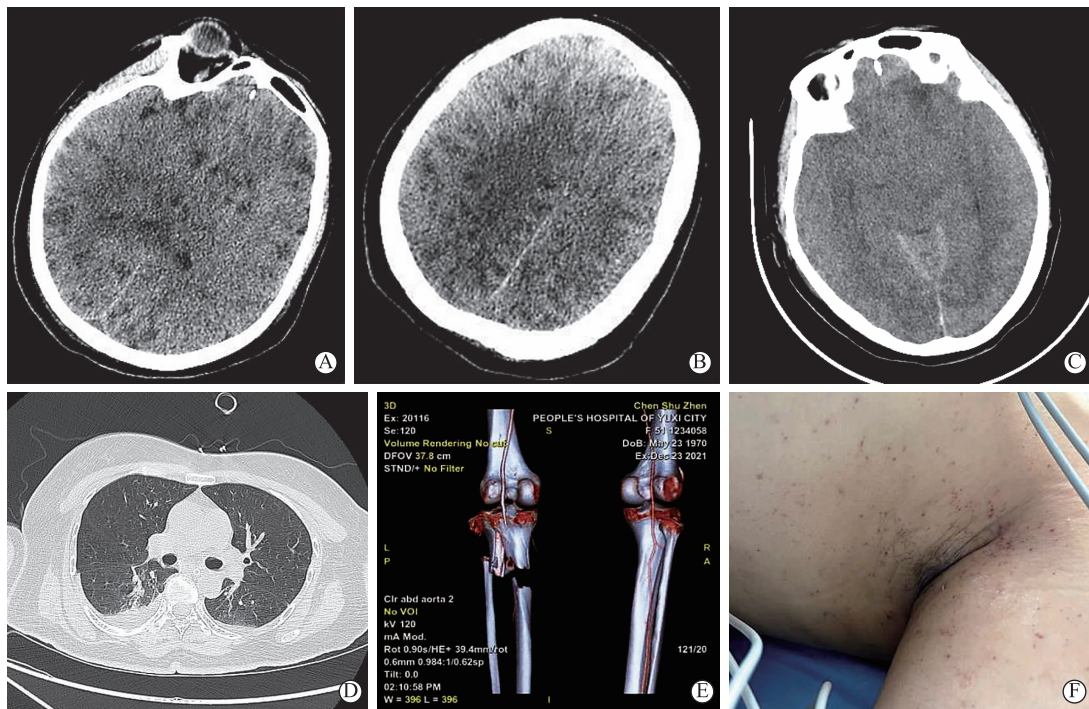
A,B为伤后26 h头颅CT显示双侧大脑半球灰白质交界区散在的多发的低密度病灶,脑肿胀;C为伤后35 h头颅CT显示脑实质弥漫性低密度灶,脑肿胀;D为伤后26 h胸部CT显示双肺下叶炎症并双侧胸腔少量积液;E为左下肢胫腓骨上段、胫骨平台及腓骨小头粉碎性骨折;F为伤后33 h左侧腋窝周围皮下瘀点
